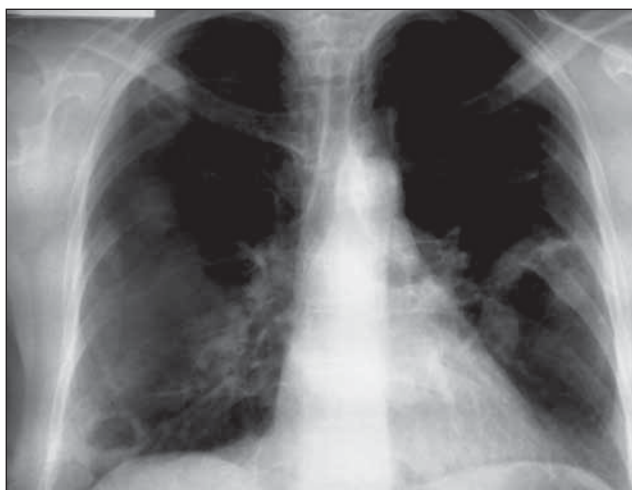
Radiografie pulmonară pacient 2. Imagini hidroaerice diseminate în ambele câmpuri pulmonare cu predominanță dreapta – Hidatidoză pulmonară
